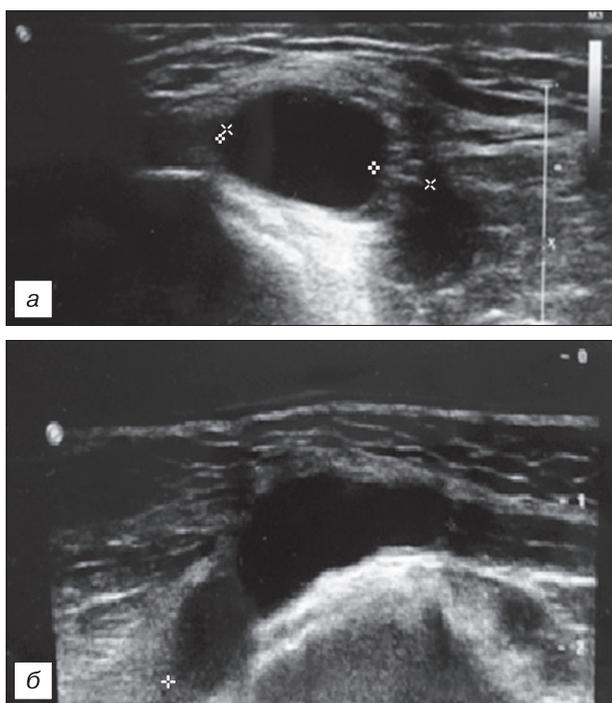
УЗИ области подколенной ямки.
